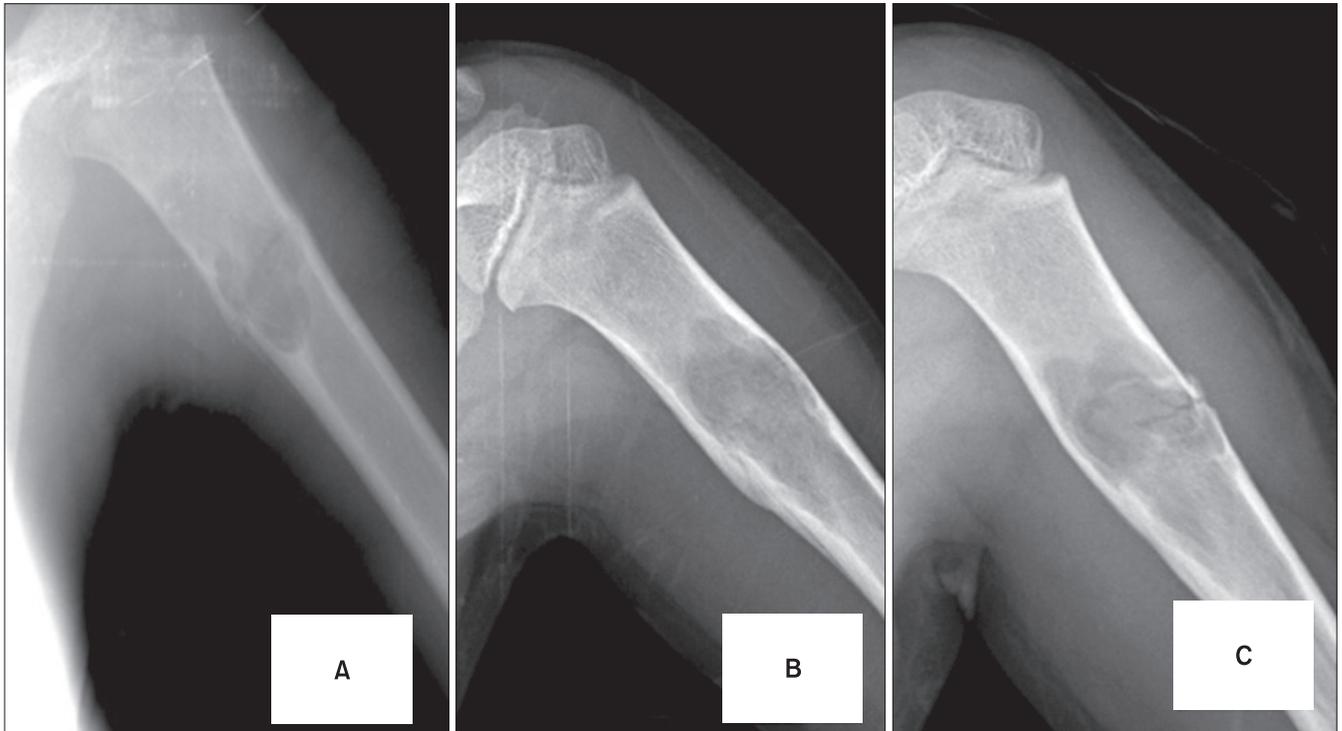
Recurrence case. (A) It was initial x-ray. (B) After treatment, the cystic lesion was partially resolved and fracture site was healed after duration 8 months. (C) But, after follow up 30 months, cystic lesion was recurred with another pathologic fracture.
